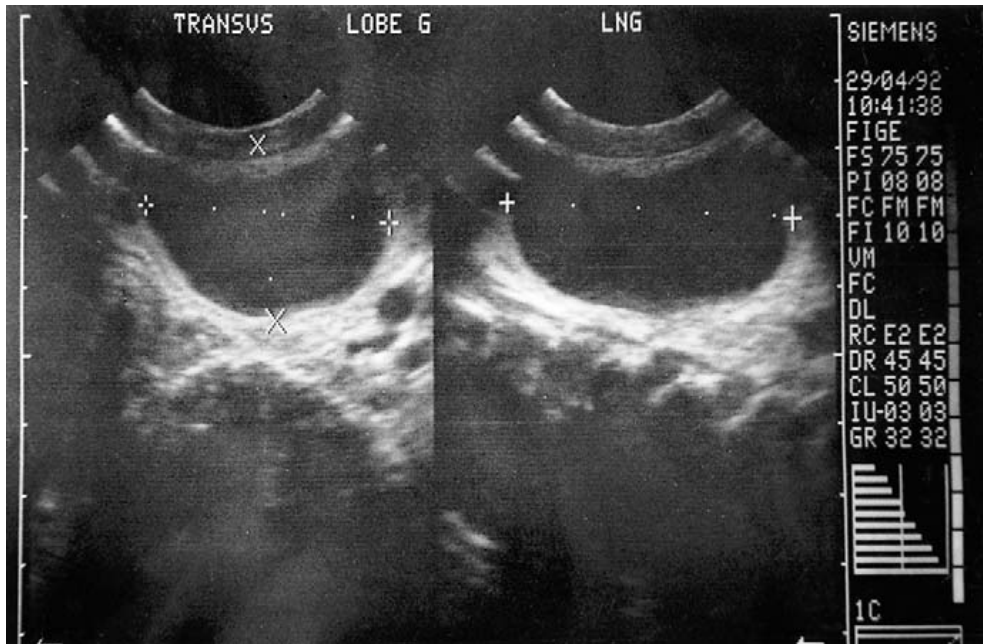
Échographie thyroïdienne : gros nodule au niveau du lobe gauche (73).
